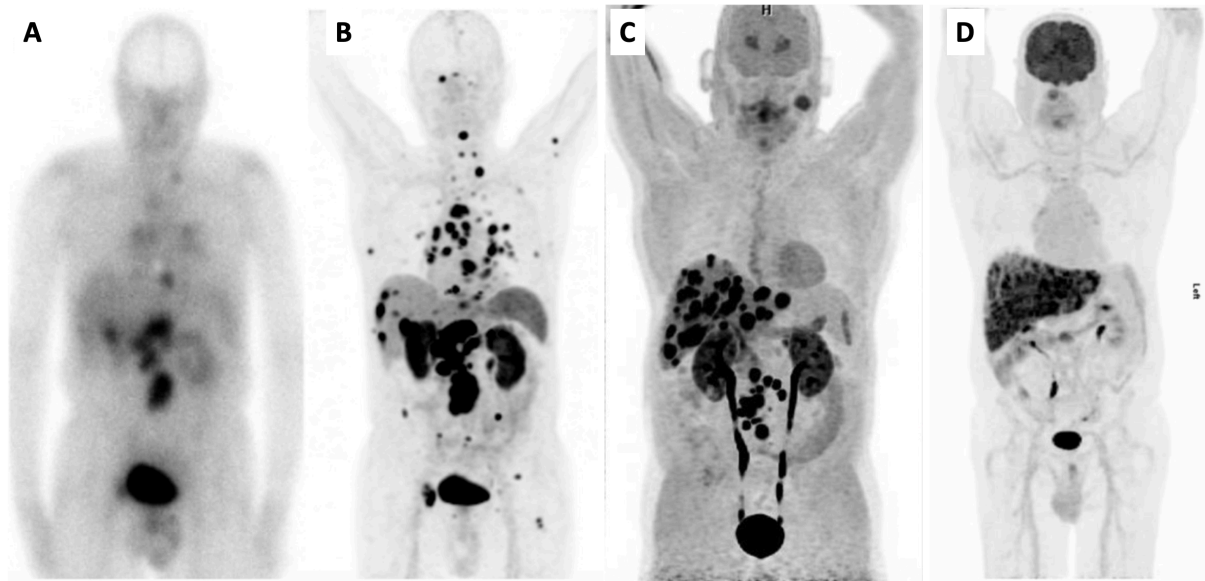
Exemples d'examen de médecine nucléaires dans la caractérisation des TNE. Scintigraphie à l' ^{111}In -pentetreotide (Octréoscan®) (A), TEP-TDM ^{68}Ga -DOTA-TOC (B), TEP-TDM ^{18}F -DOPA (C), TEP-TDM au ^{18}F FDG (D) (tiré de 40, 41)
